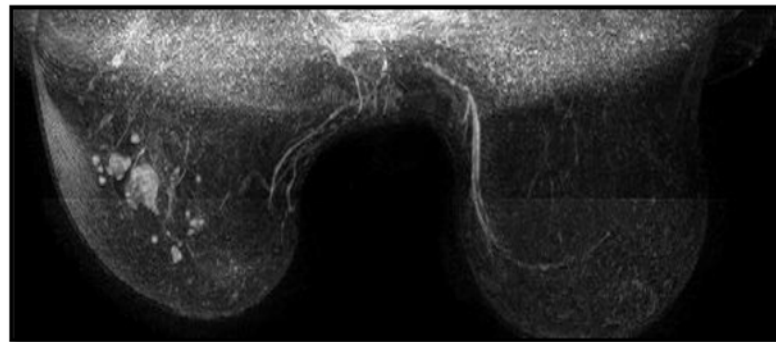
Imagen en RM de CM contralateral ²²⁸.
